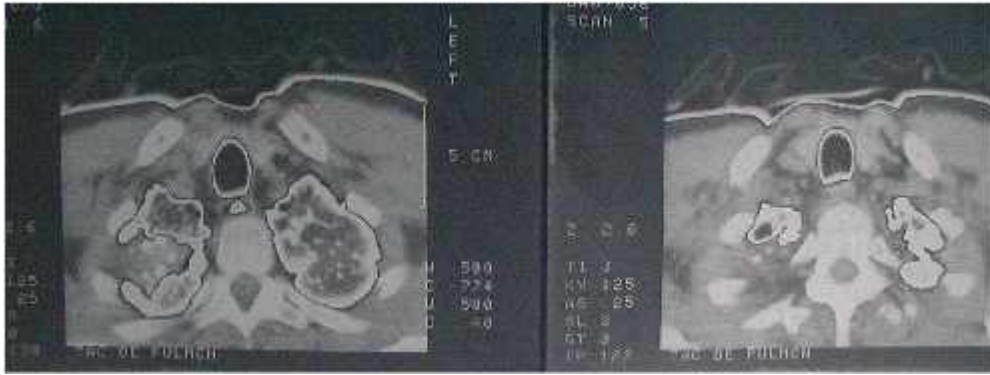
Tomografía axial computadorizada: tumor hiperdenso con calcificaciones en el vértice del pulmón derecho, que se extiende desde la pleura parietal hasta el mediastino. En cortes más bajos se observa otra lesión de aspecto tumoral con infiltración de la vena cava superior.
